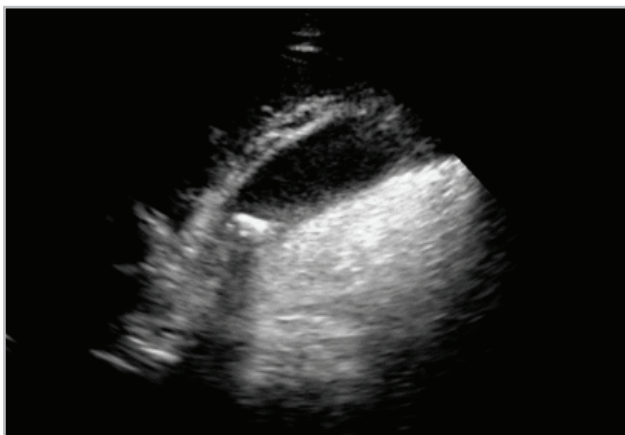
Ultrasonido biliar. Vesícula biliar con imagen hiperecoica (cálculo) en el cuello y su respectiva sombra acústica posterior. Se aprecia engrosamiento de la pared vesicular y una delgada línea anecoica de líquido alrededor. Imagen propia de los autores.
